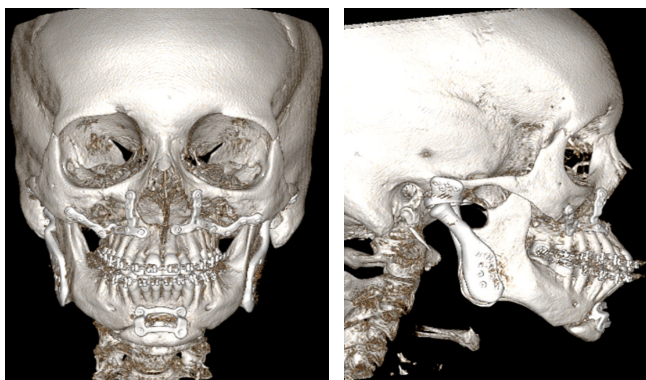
Tomografía computarizada postquirúrgica, reconstrucción 3D.
